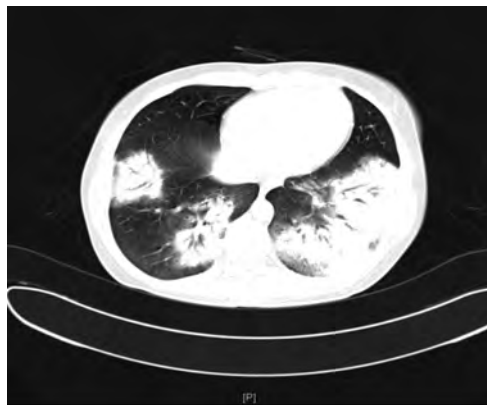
TAC tórax al ingreso: Infiltrados alveolares parcheados bilaterales con broncograma aéreo, en lóbulos superiores, principalmente en bases.
